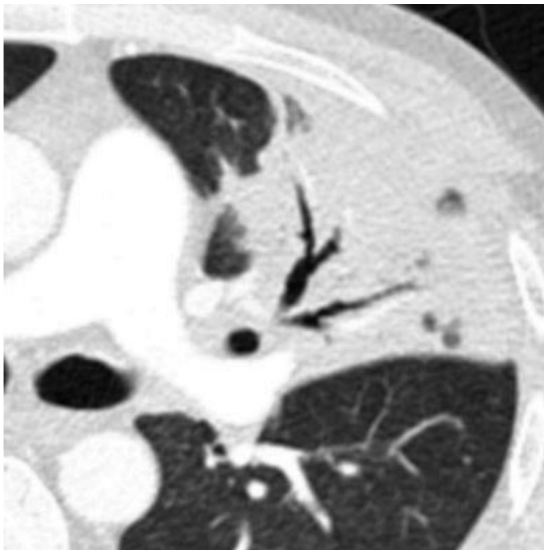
Аксіальна КТ-реконструкція паренхіми лівої легень. Визначається ділянка консолидації легеневої тканини з наявністю на її тлі видимих просвітів бронхів. Клінічно підтверджена некротична пневмонія
